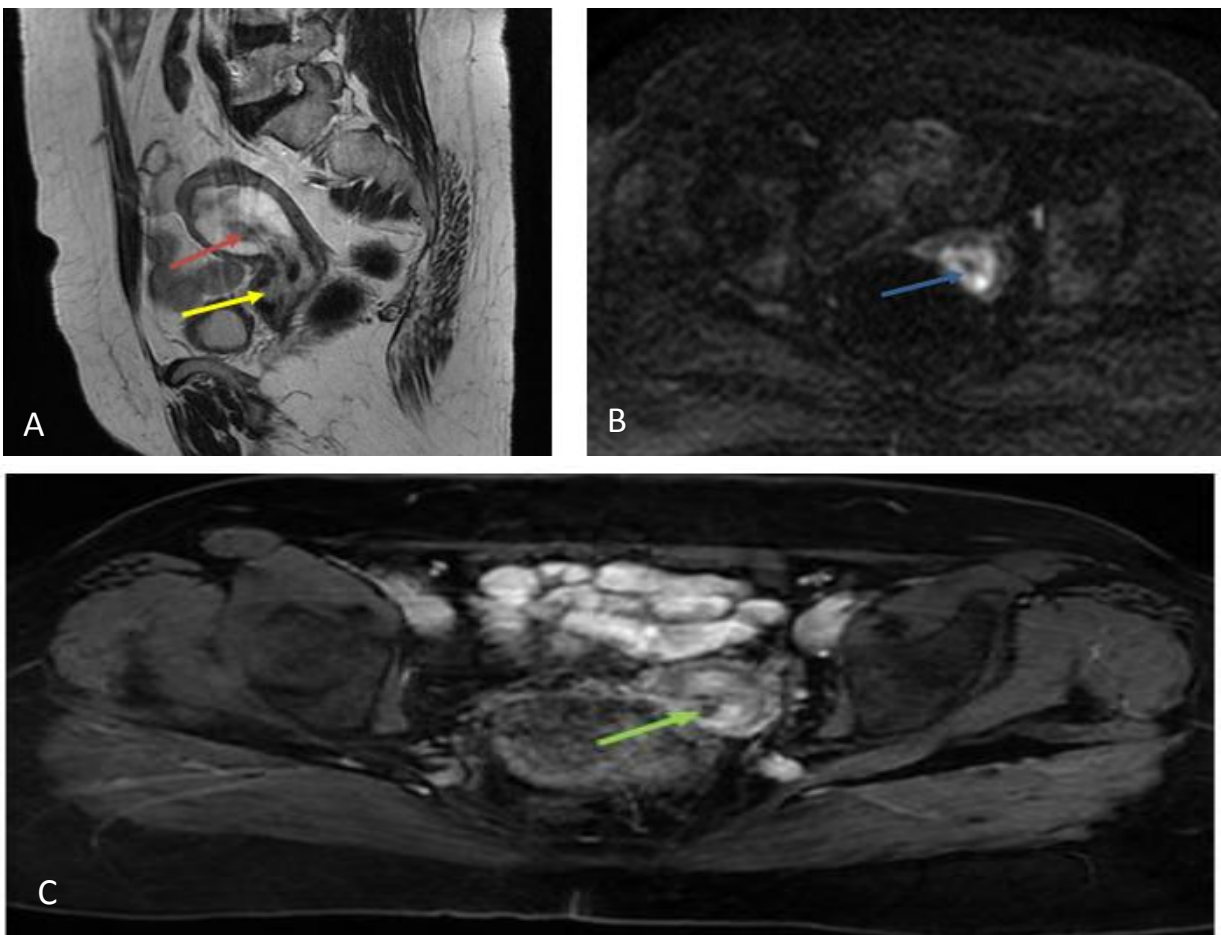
Aspect IRM d'un Adénosarcome : cas n° 7 : IRM pelvienne, en séquences T2 (A), diffusion (B), et injectées (C), montrant une masse en hypersignal T2 (→), hétérogène, et iso-signal T1, contenant des zones en hypersignal DWI (→), rehaussées précocement après contraste (→), mesurant 30 x 35 mm. Cette masse comble le col utérin, sans signe d'envahissement de ce dernier, et est responsable d'une rétention d'amont (→).
